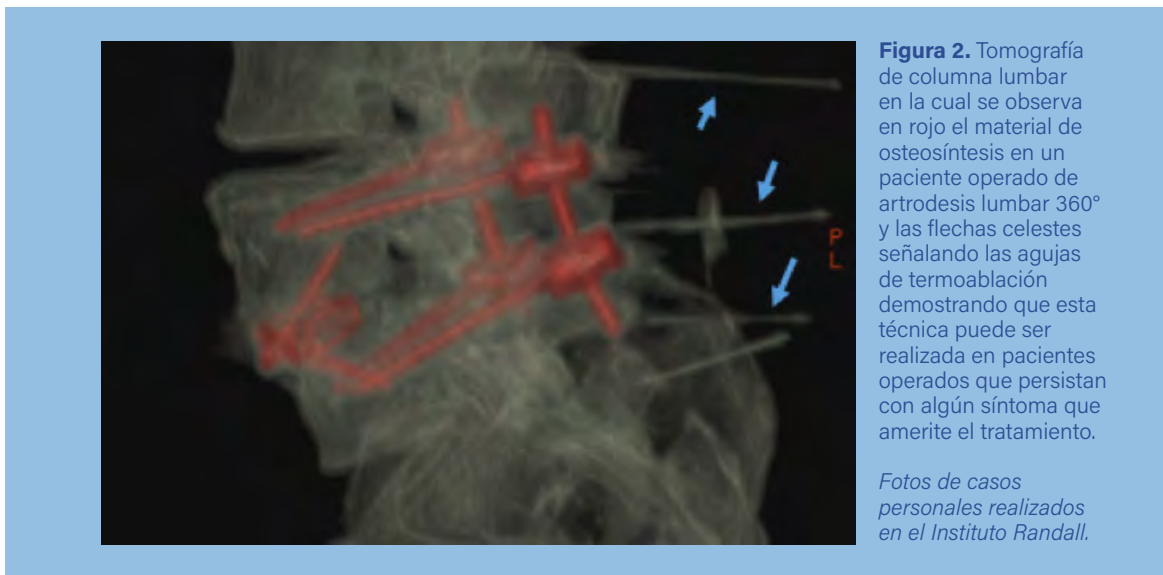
Tomografía de columna lumbar en la cual se observa en rojo el material de osteosíntesis en un paciente operado de artrodesis lumbar 360° y las flechas celestes señalando las agujas de termoablación demostrando que esta técnica puede ser realizada en pacientes operados que persistan con algún síntoma que amerite el tratamiento.
